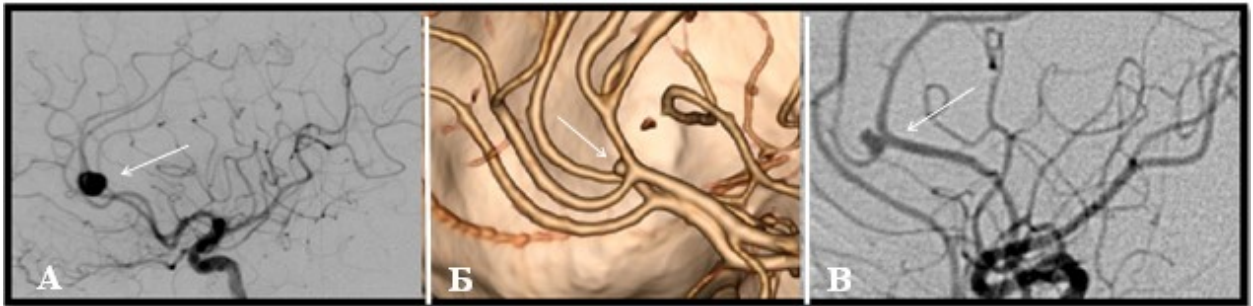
Ангіограми аневризми А3 сегменту ПМА. А — ангіограма, бокова проекція, стрілкою позначена нижня аневризми А3 сегменту, Б — СКТ-АГ, стрілкою позначена нижня аневризми А3 сегменту Б — ангіограма, пряма проекція, стрілкою позначена передня аневризми сегменту А3.
